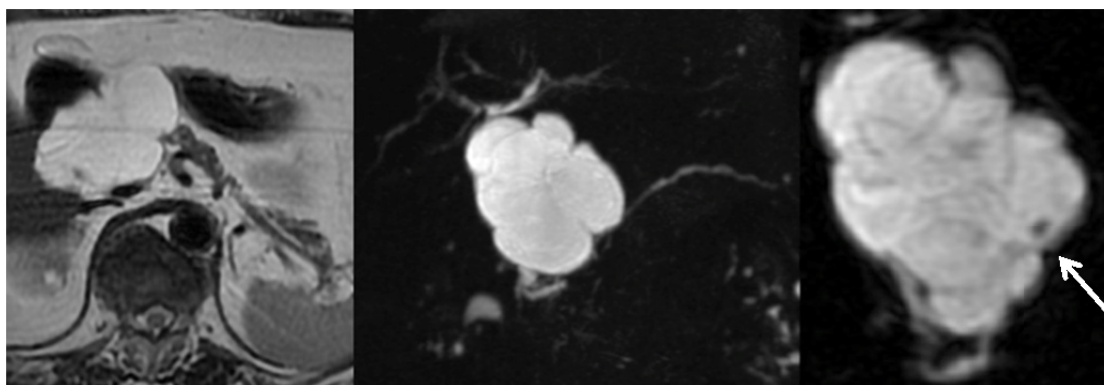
単純 MRI 左: T2 強調像 中央: MRCP 右: MRCP 拡大。壁在結節 (矢印)
